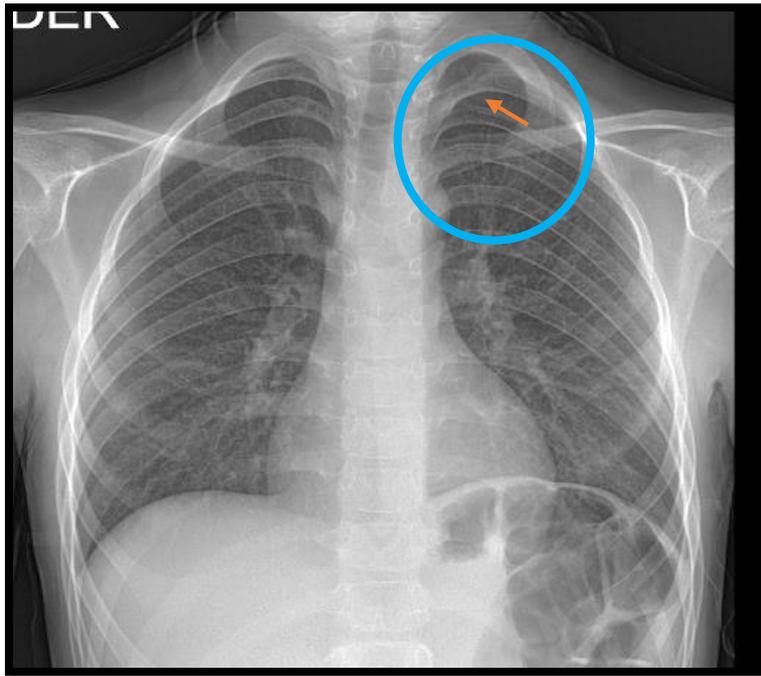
Radiografía de tórax. Se puede observar costillas bífidas 2° izquierda.
